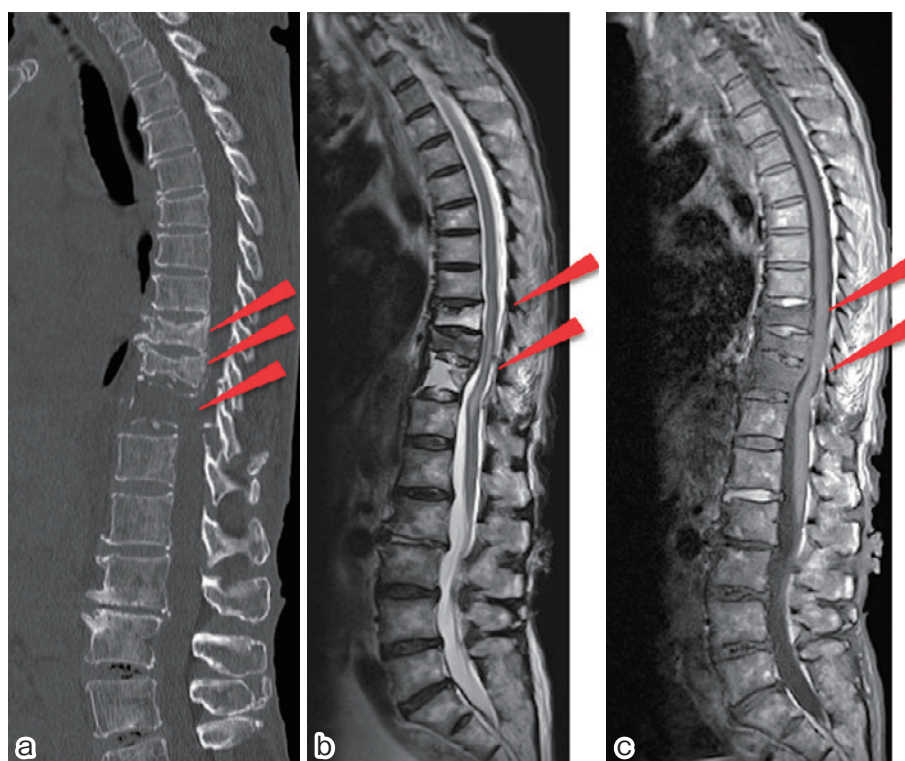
Spine CT and MRI on admission
